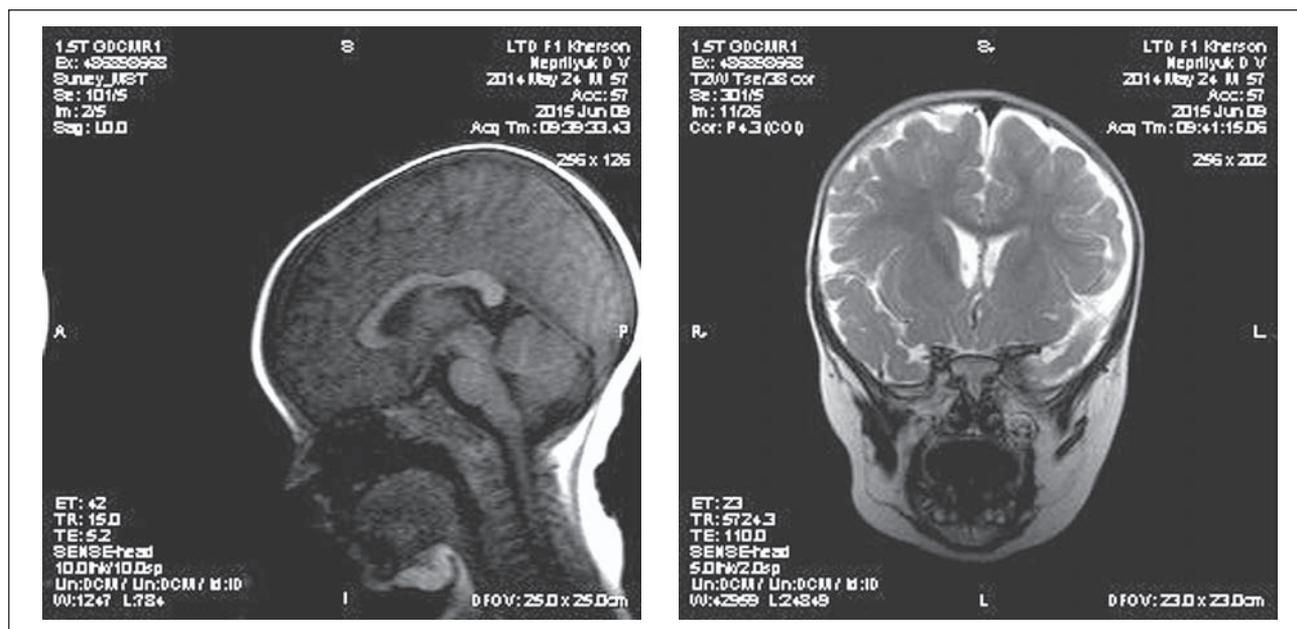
МРТ головного мозга
